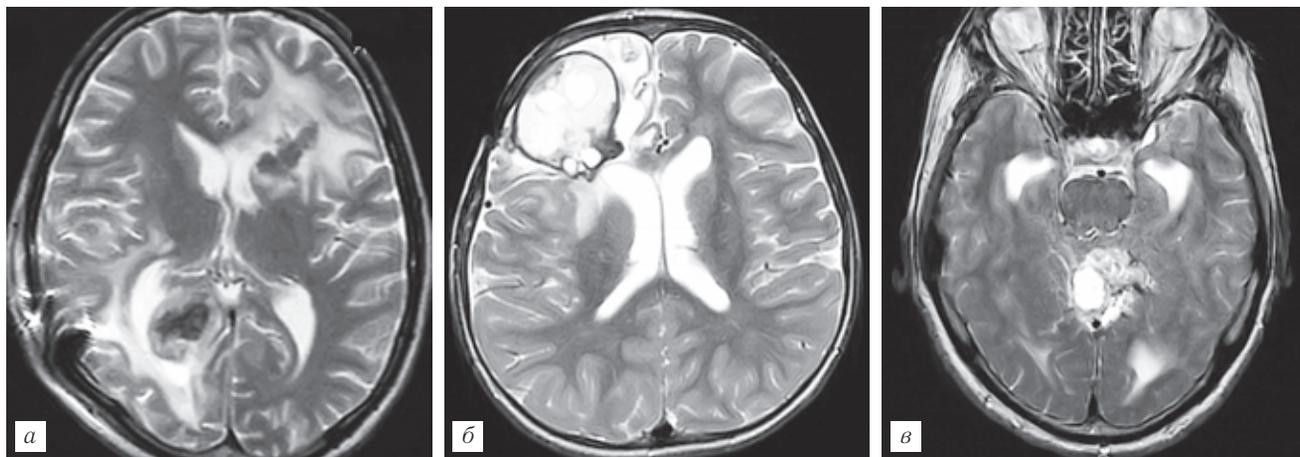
Рецидив альвеококкоза головного мозга у мужчины 23 лет (а), рецидивы эхинококкоза головного мозга у девочки 6 лет и мужчины 49 лет (б, в). МРТ, T2-ВИ, аксиальная плоскость.
